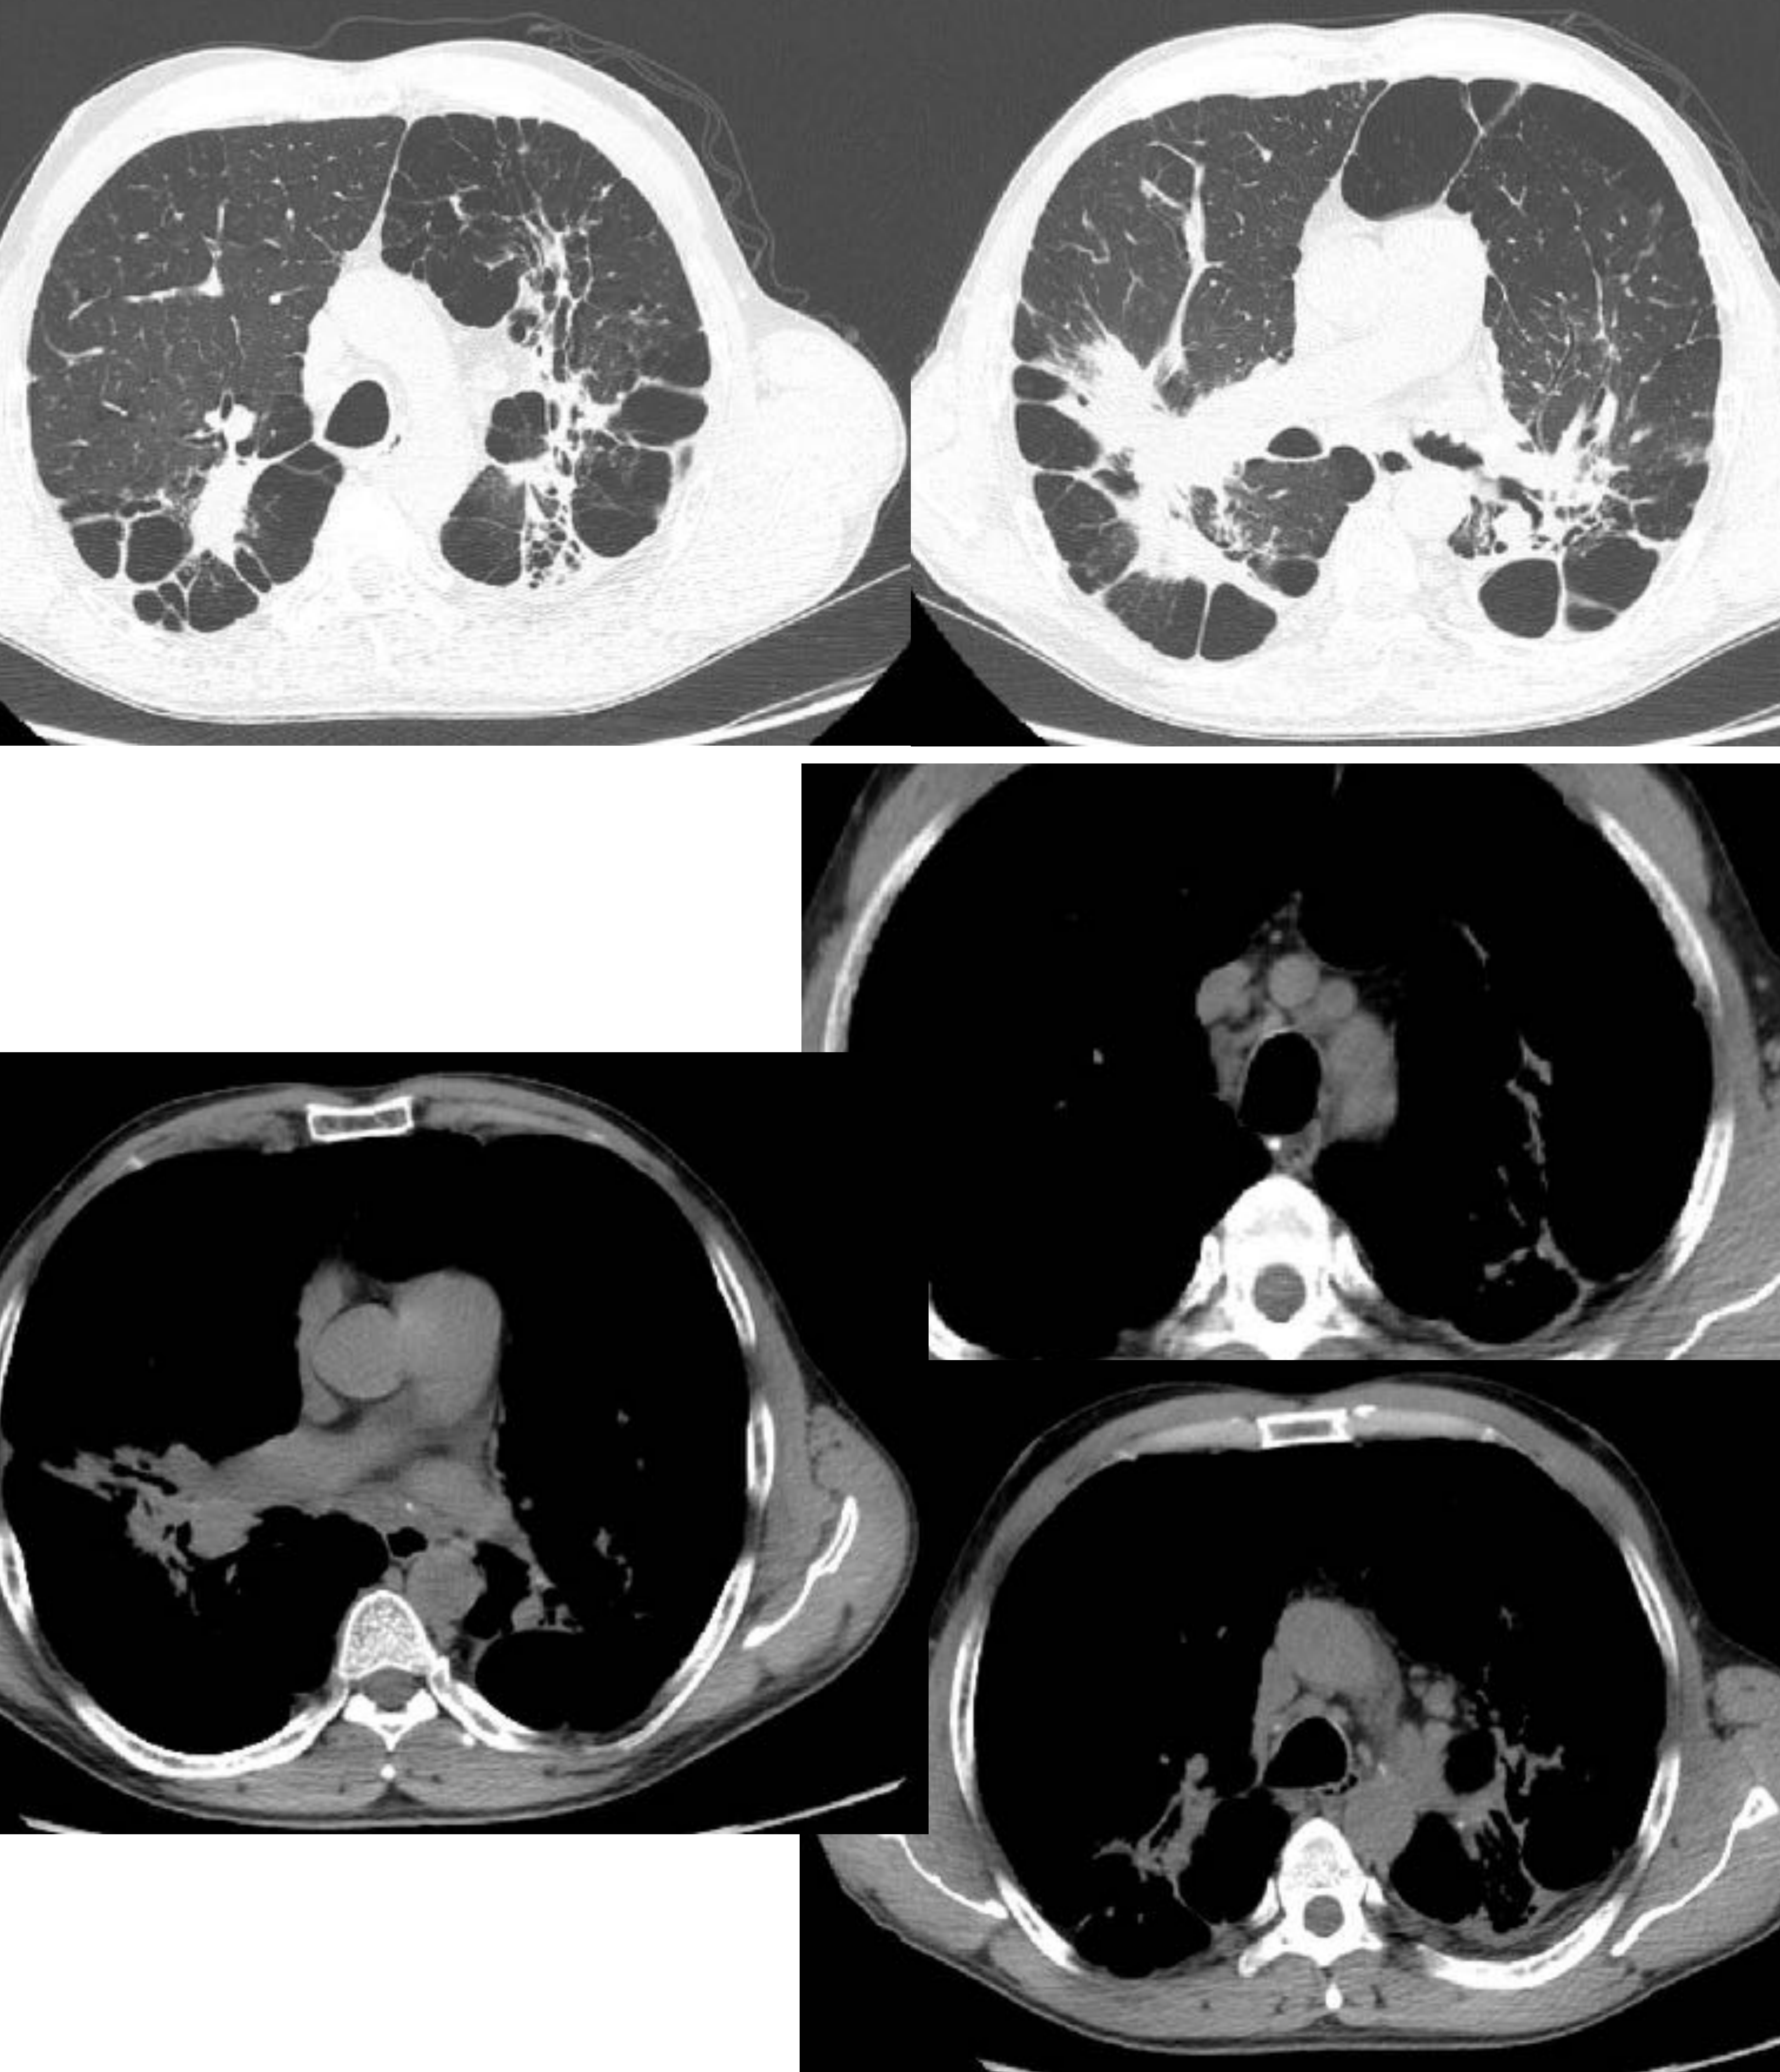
TC en paciente con sarcoidosis evolucionada: Múltiples adenopatías mediastínicas. Masas fibrosas perihiliares bilaterales con tractos fibrosos que se extienden hasta la pleura, bullas de gran tamaño en ambos lóbulos superiores y patrón micronodular bilateral.
